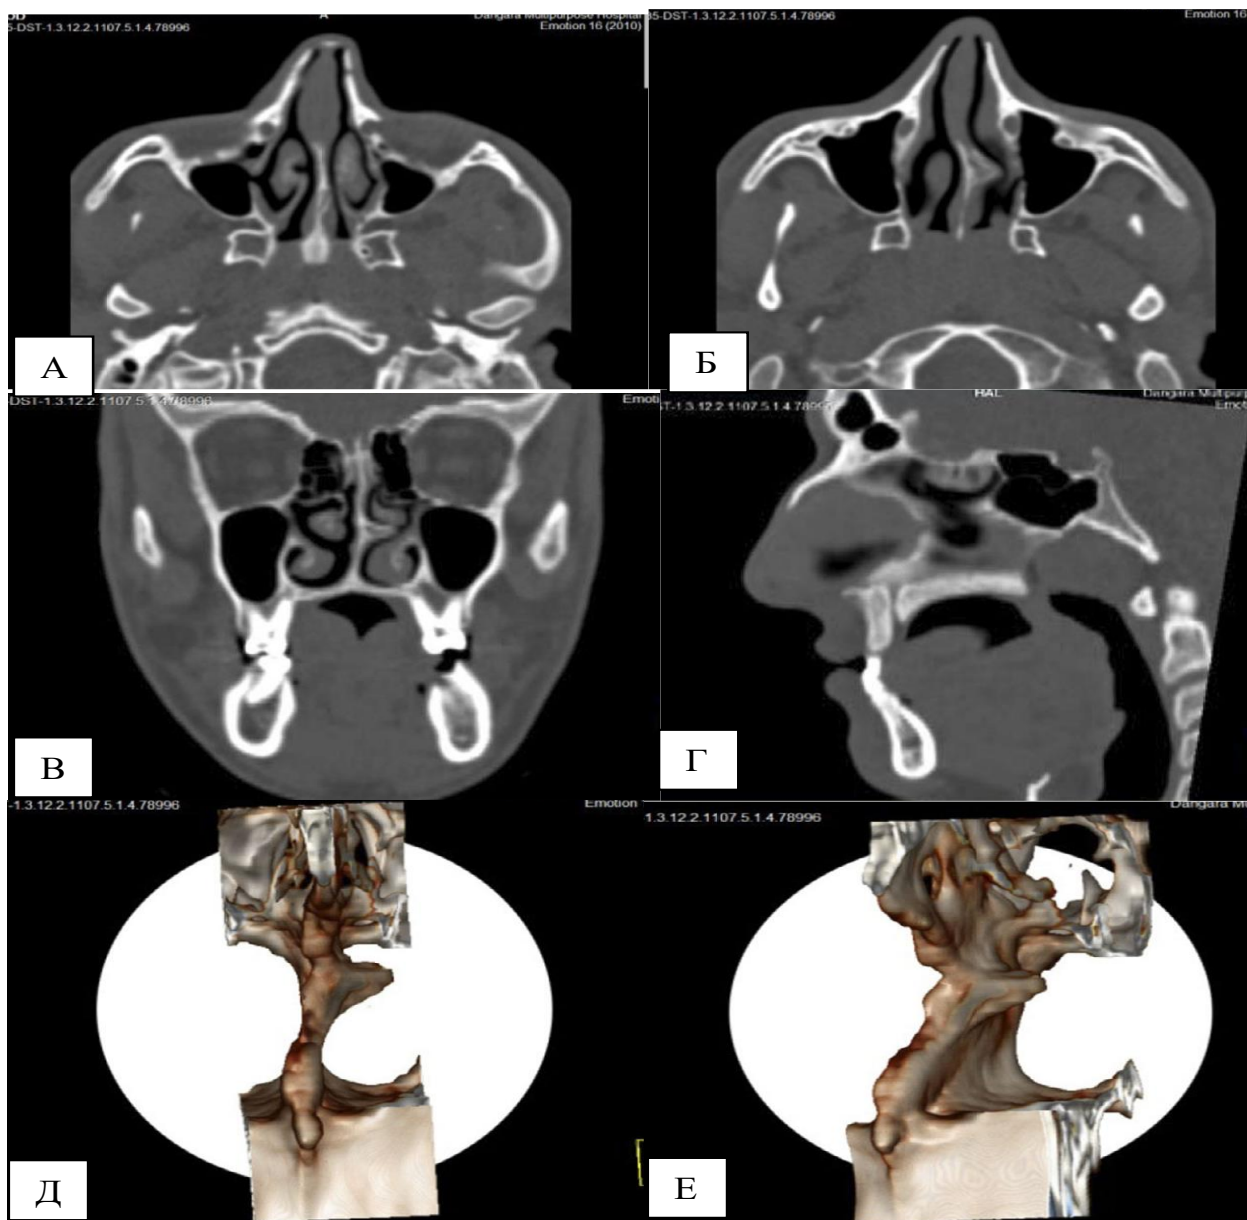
КТ Больного А.Б., 19 л. Диагноз: ДНН (III) и ИПН (III). КТ носа в 3-х проекциях и 3D-модель ИПН в костной части до операции: а, б) аксиальный срез: перегородка носа и спинка носа - пирамида наклонена влево; в) фронтальный срез: CNOM искривлена влево, патологический костный гребень и шип; г) сагиттальный срез: носовая перегородка искривлена; д, е) 3D-модель ИПН в костной части (вид спереди и сбоку, слева КШ)
